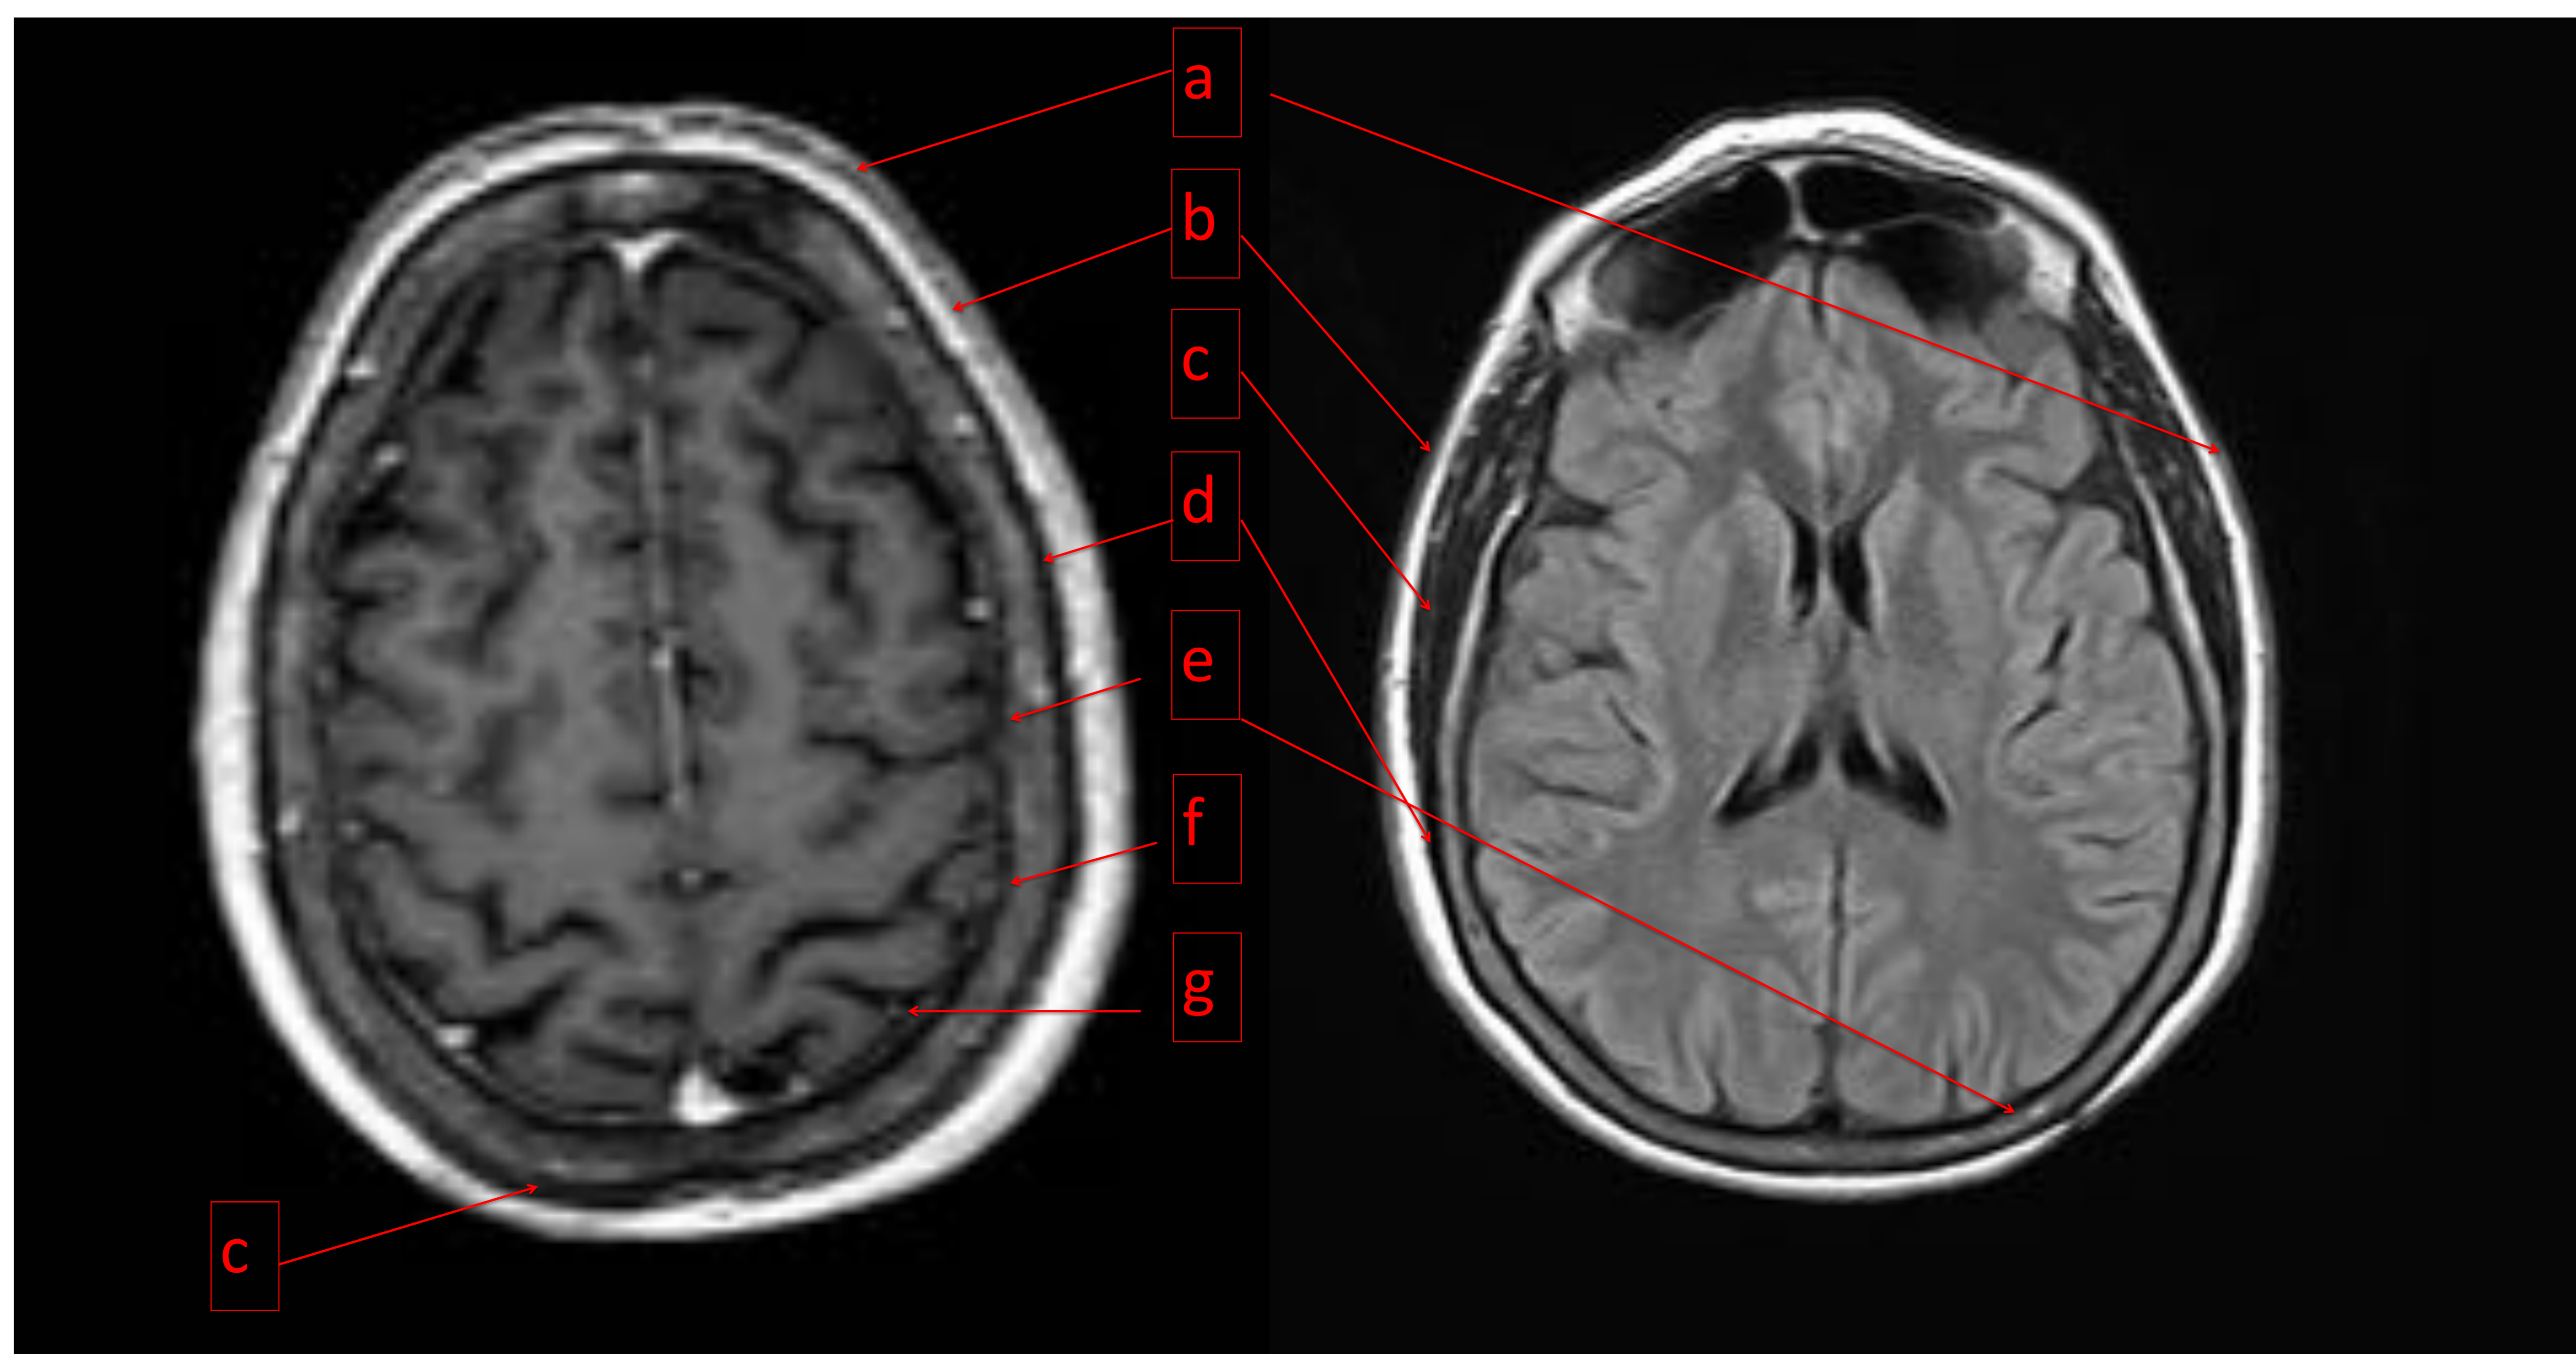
Secuencias axiales T1 con CIV (izquierda) y FLAIR (derecha) en las que podemos identificar: a) Piel. b) Tejido celular subcutáneo. c) Gálea aponeurótica, tejido conectivo laxo y pericráneo. d) tabla externa. e) diploe. f) tabla interna. g) espacio epidural - meninges.
